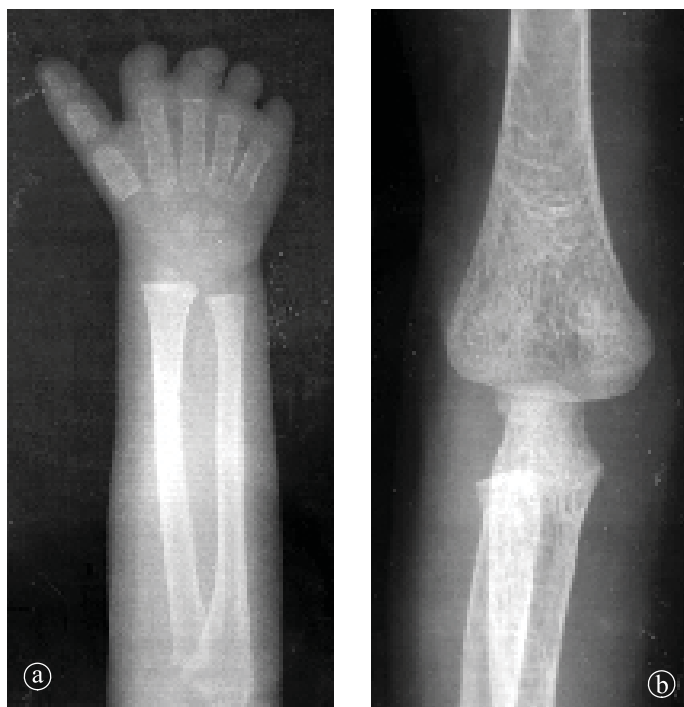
1. Talasemie, 1 an și 6 luni. Radiografie a) antebrăț, b) articulație cot.
